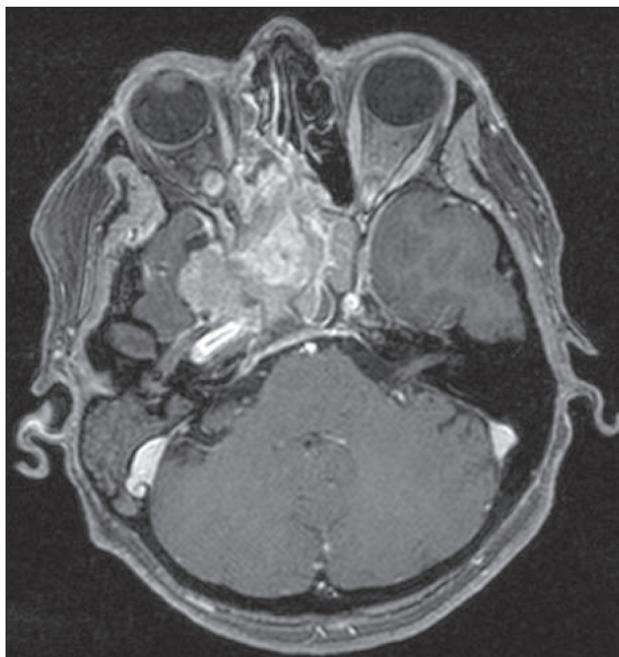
Пациентка Б., МРТ головного мозга с контрастом перед протонной терапией. Инфильтративная эстезионеуробластома основания черепа, размерами 5,7×4,7×4,9 см
